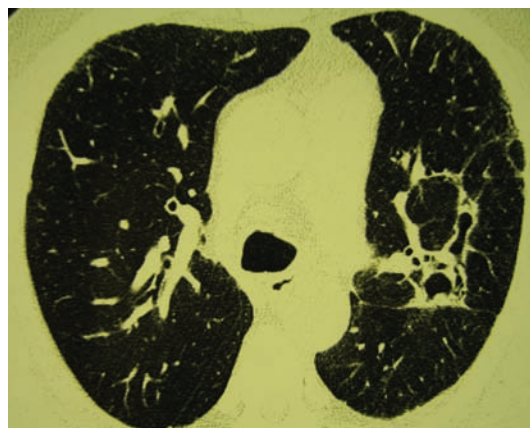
Тот же случай. Участок пневмофиброза с остаточной полостью и бронхоэктазами вследствие перенесенной абсцедирующей пневмонии. Компьютерная томография органов грудной клетки через 6 месяцев. На месте инфильтративно-деструктивного процесса в 1-2-м сегменте верхней доли левого легкого выявляется участок пневмофиброза с остаточной полостью. У стенки полости видны тракционно расширенные сегментарные и субсегментарные бронхи. Объем верхней доли уменьшен
